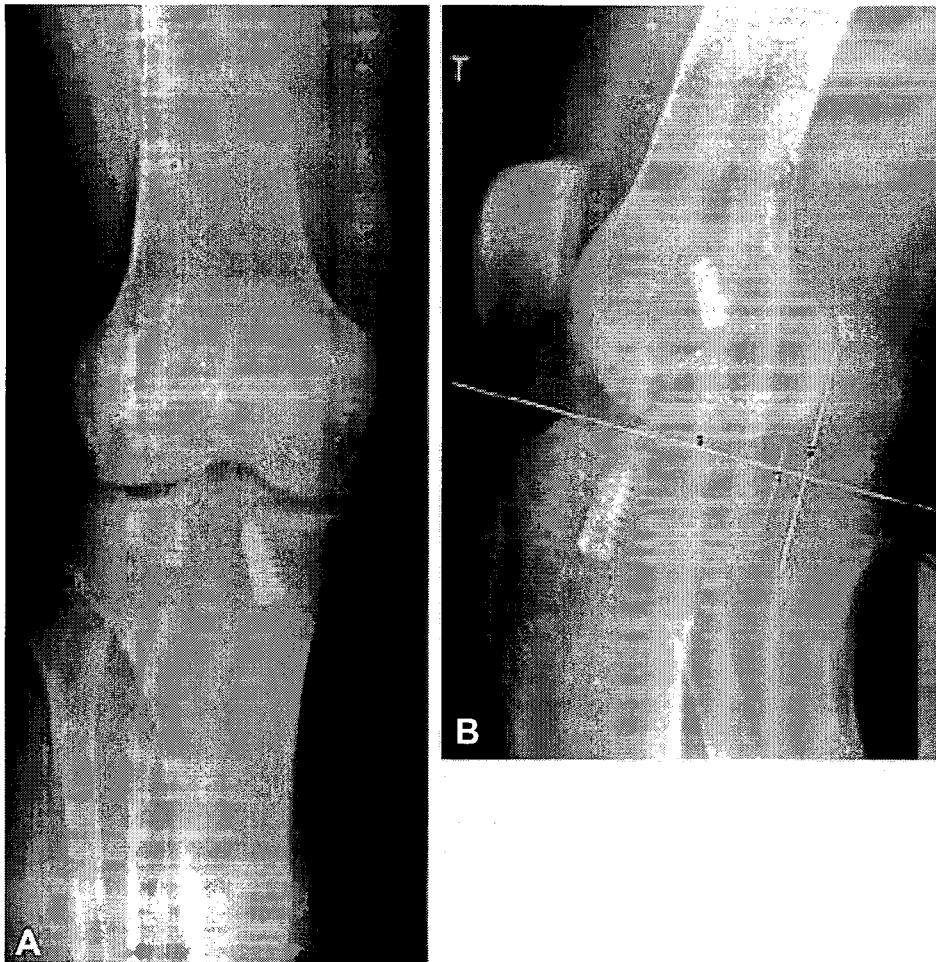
동일한 환자의 전후방 방사선 사진(A)와 전방전위 스트레스 측면 방사선 사진(B)에서 대퇴 터널이 아주 전방에 위치하고 있으며 경골이 대퇴골에 대하여 약 10 mm의 전방 전위를 보여주고 있다.
